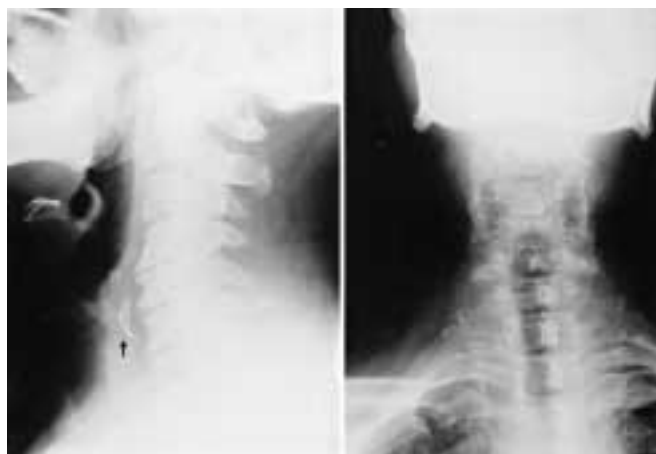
La proiezione laterale del collo evidenzia la presenza di corpo estraneo radio-opaco (osso di pollo) (freccia) davanti al soma di C5-C6. *Lateral plain film shows the presence of a radiopaque foreign body (chicken bone) (arrow) anterior to the body of C5-C6.*
